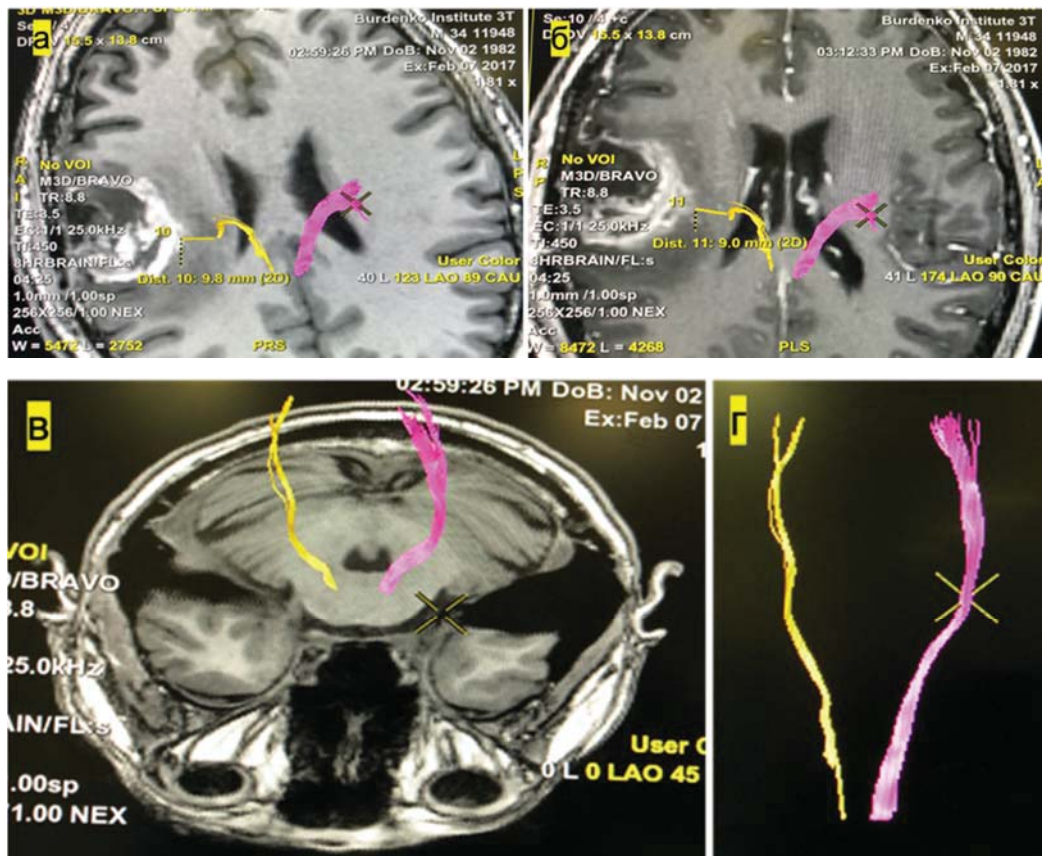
МРТ головного мозга после микрохирургического удаления внутримозговой опухоли правого полушария головного мозга лобно-теменно-островковой локализации. Отмечаются послеоперационные изменения в указанной зоне:
